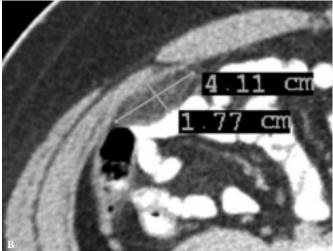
(A y B). Caso Núm. 5. Paciente masculino de 19 años con Sx.DAA inespecífico al que se le realiza estudio de TC abdominopélvico y en el que se demuestra TAE en topografía del colon derecho, con dimensiones axiales de 4.1 por 1.7 cm. En la ampliación del área de interés se delimitan las características específicas tales como la lesión bien definida ovalada paracólica de densidad grasa, el signo del anillo hiperdenso y el signo del punto central denso.
